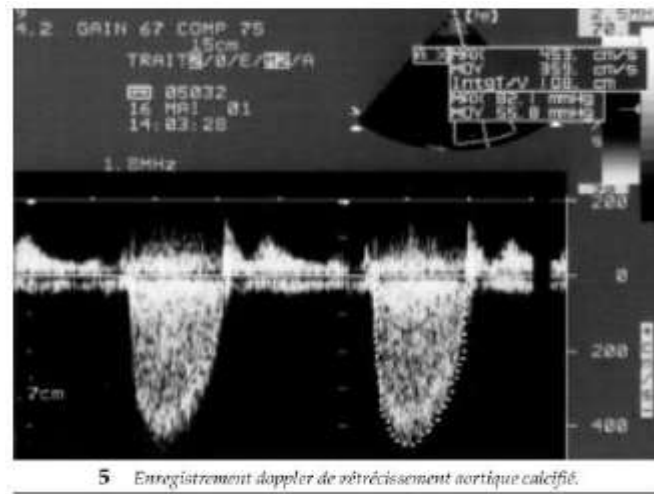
Aspect échographique d'un rétrécissement aortique calcifié.<sup>65</sup>
